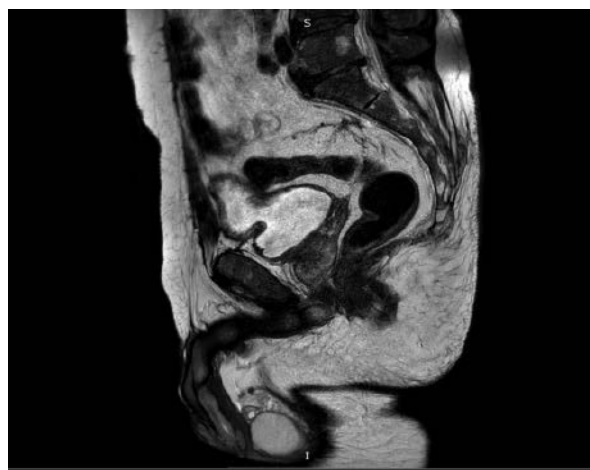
МРТ картина органов малого таза через 2 года после операции
